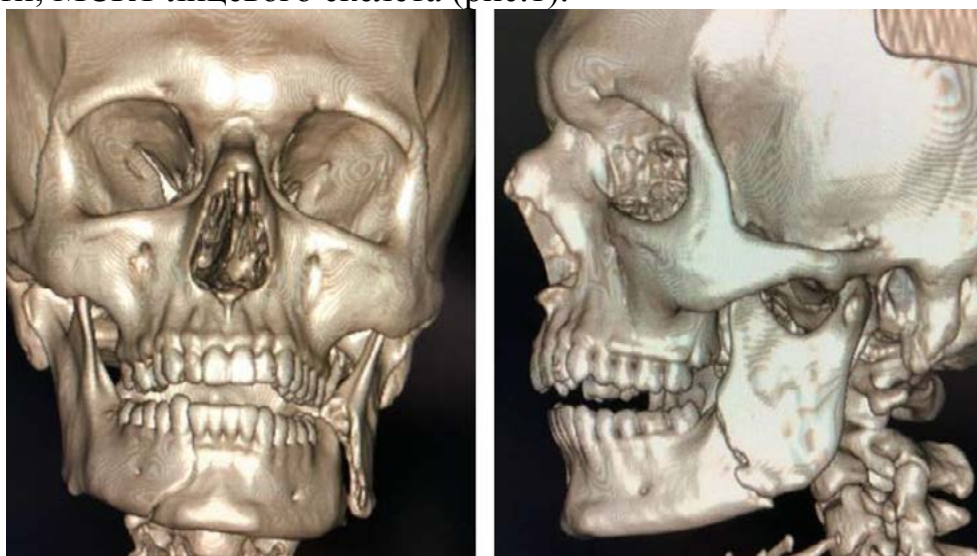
МСКТ лицевого скелета пациента 3D формат пациента до оперативного вмешательства.
